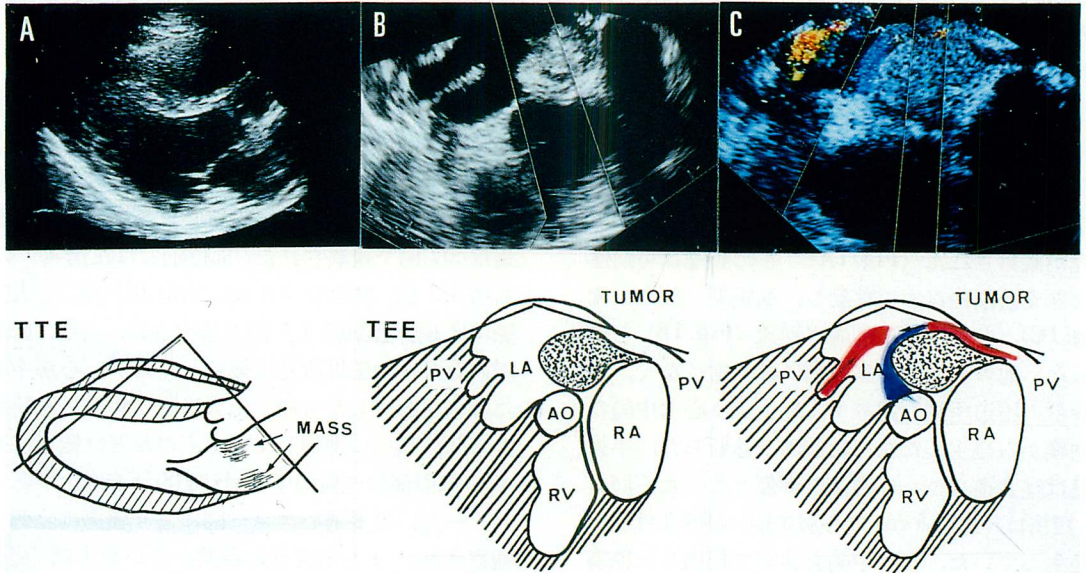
Transthoracic and transesophageal color Doppler echocardiograms of left atrial tumor in a patient with leiomyosarcoma of the lung (Case 6).
